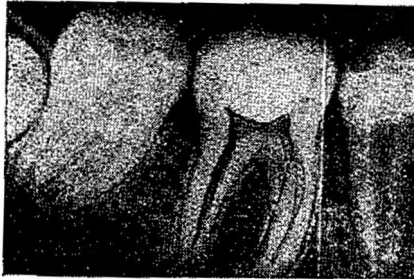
Radiografía del mismo caso inmediatamente de efectuado el cofiado, luego de sucederse la exposición de un cuerno pulpar en condiciones asépticas.
